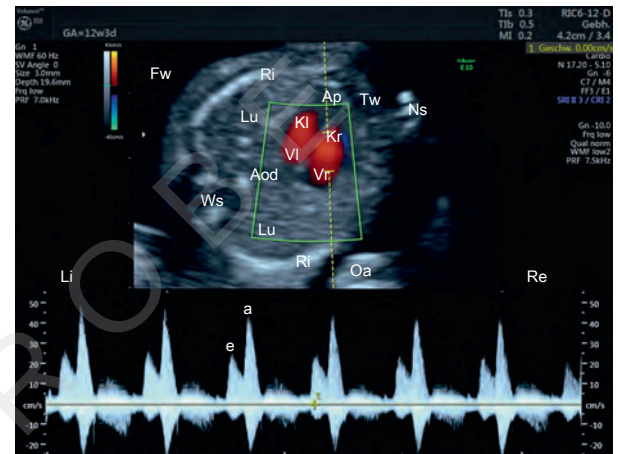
Thorakaler Transversalschnitt, Vierkammerblickebene, Farbdoppler, PW-Doppler über der Trikuspidalklappe, 12 + 3 SSW. Am = Amnion, Aod = Aorta descendens, Ap = Apex cordis, Fo = Foramen ovale, e = e-Welle, a = a-Welle, Fw = Fruchtwasser, Kl = Kammer links, Kr = Kammer rechts, Lu = Lunge, Oa = Oberarm, Ri = Rippe, Se = Septum, Tw = Thoraxwand, Vi = Vorhof links, Vr = Vorhof rechts, Ws = Wirbelsäule, Re = rechts, Li = links.
